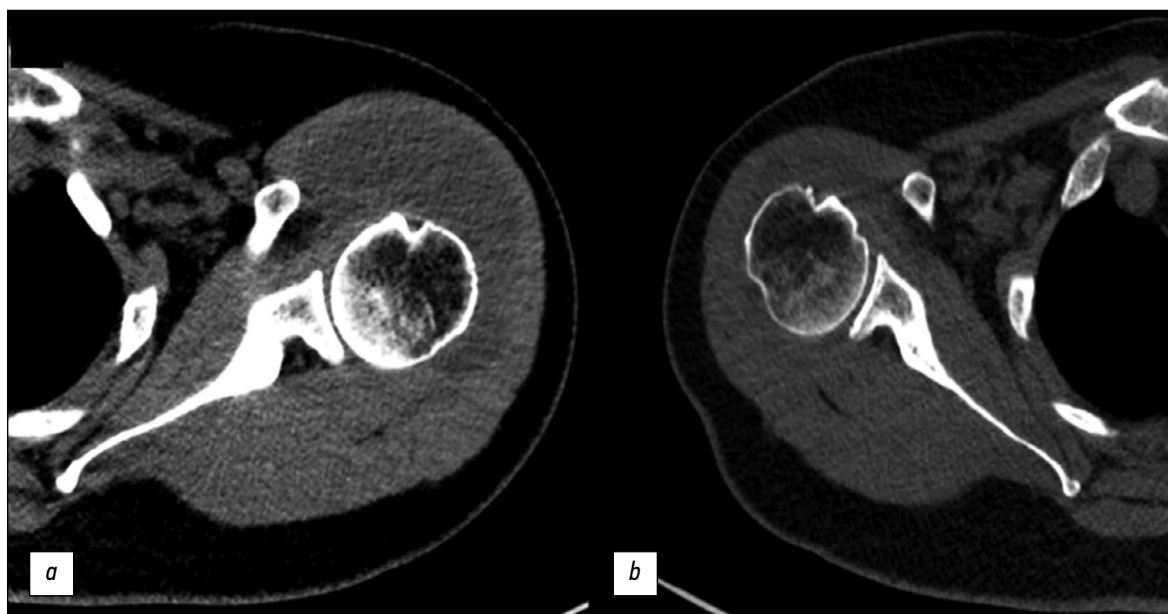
Компьютерная томография плечевых суставов, аксиальные срезы: *a* — левый плечевой сустав; *b* — правый плечевой сустав.
